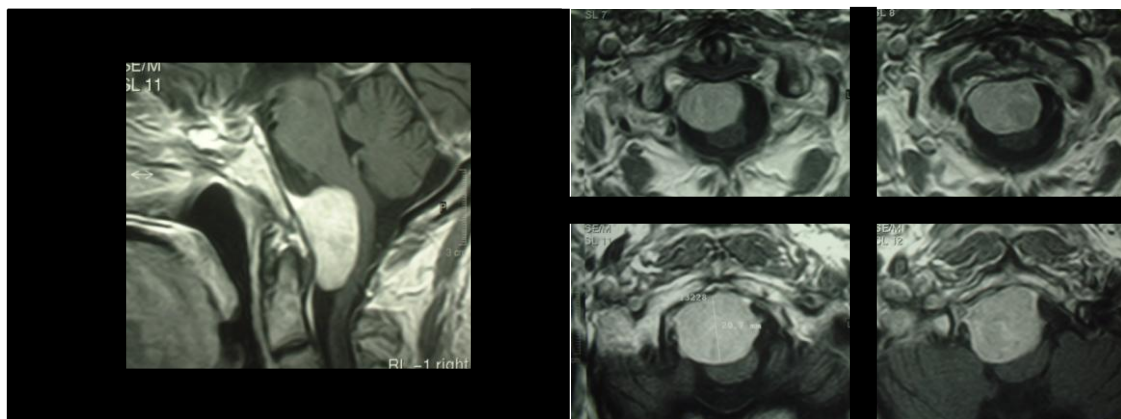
CASO 2: Esquerda: Meningioma do terço inferior do *clivus* e buraco occipital (RM T1, gadolínio EV, corte sagital). Direita: corte axial.
